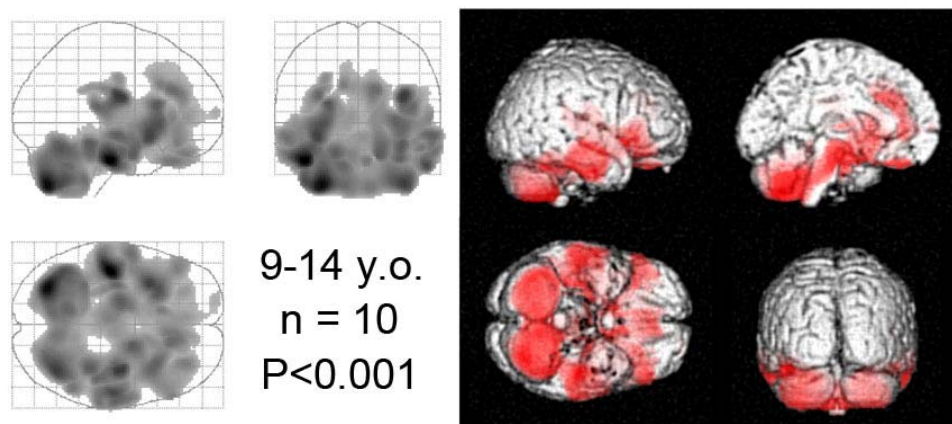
小児例10名のFDG-PET画像を健常若年成人(平均22歳)10例の画像と群間比較し、有意な代謝低下部位 ( $P<0.001$ ) を表示した。脳の底部に代謝の相対的に低い部位が目立つ。
